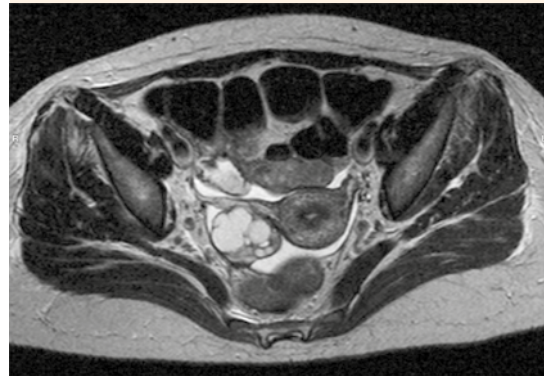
Resonancia magnética de pelvis. Quiste anexial complejo derecho, ausencia de ovario izquierdo.
